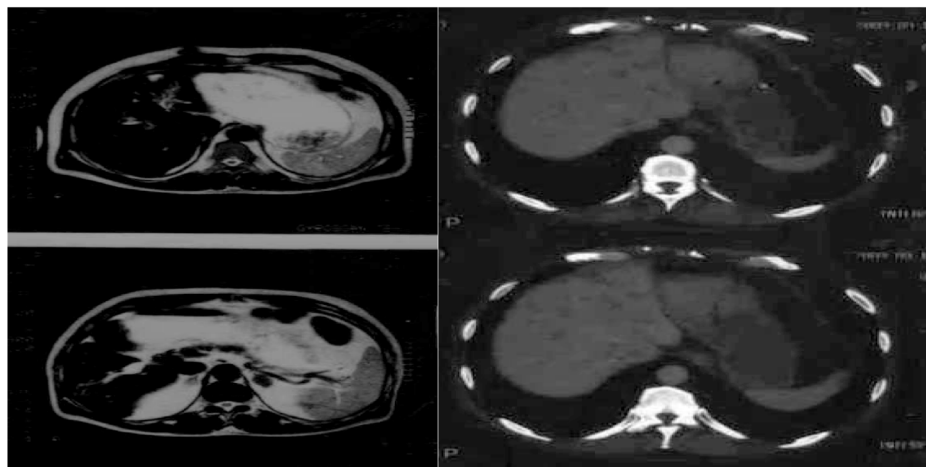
Полная резорбция метастазов в печени, КТ до лечения и через 5 циклов химиотерапии
